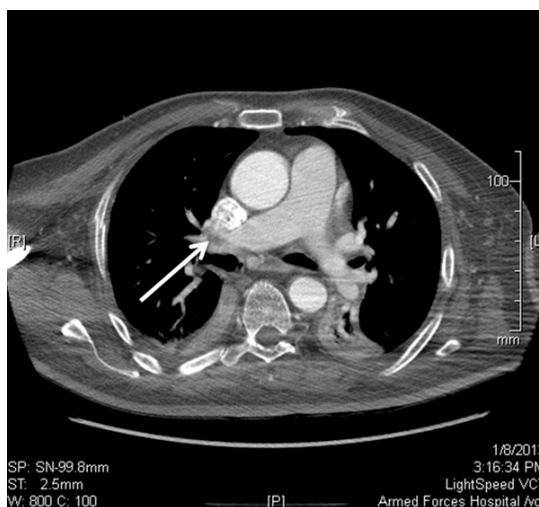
CT angiography showing filling defects in the proximal pulmonary arteries of right upper and middle lobes.
